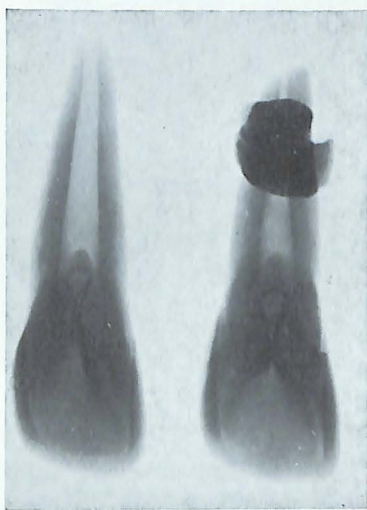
Image radiographique de deux incisives centrales supérieures permanentes avec invagination paracingulaire (Ossuaire néolithique des Matelles, France).
